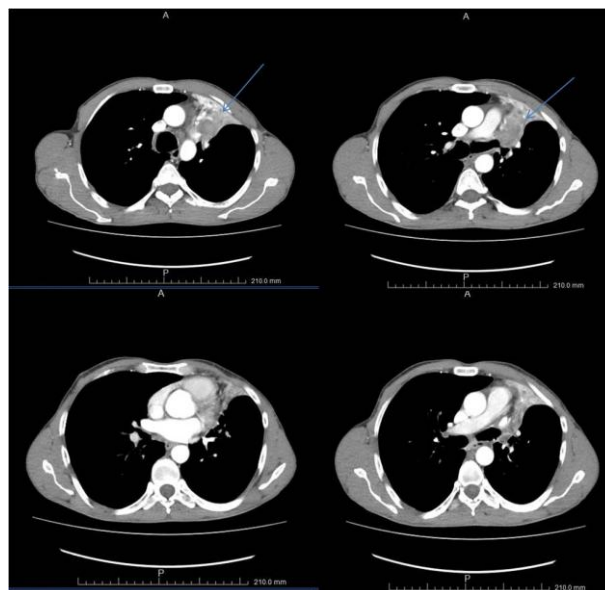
Appearance of the mass located in the left lung on thorax CT.
